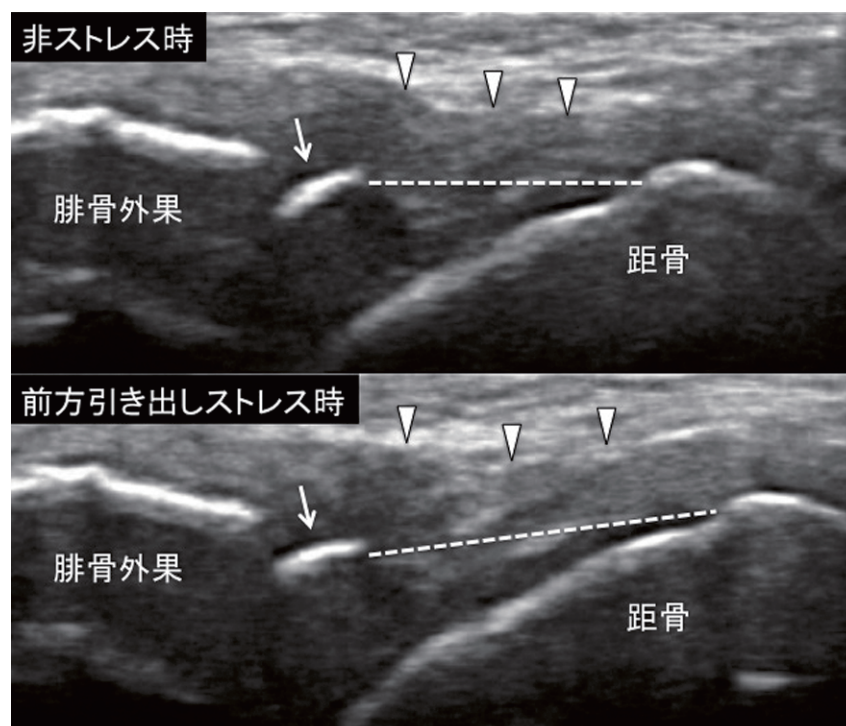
足関節外側靭帯裂離骨折超音波画像。非ストレス時の画像では前距腓靭帯はたわんでおり（矢頭印）、腓骨付着部に裂離骨片が確認できる（矢印）。前方引き出しストレス時の画像では、腓骨と裂離骨片間距離は変わっていないが、裂離骨片と距骨間距離が開大しており（破線）、同部位に不安定性があることがわかる。
